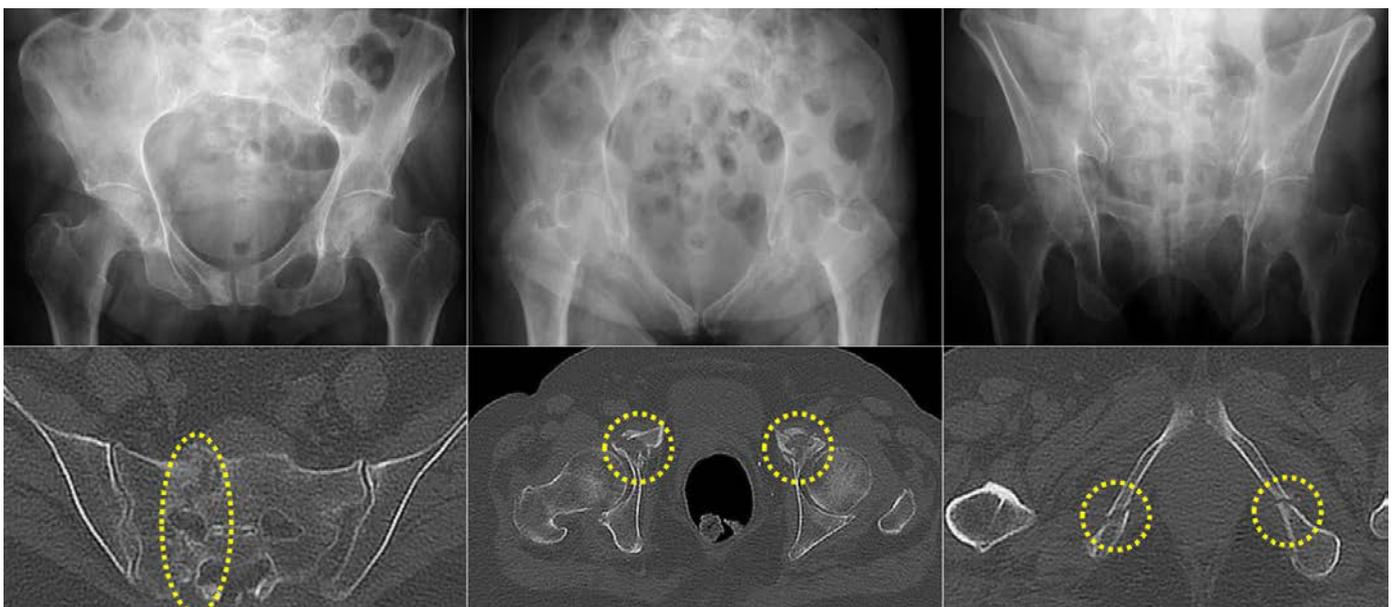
Wiederholte Bildgebung erst 8 Wochen nach Sturz einer 83-jährigen Patientin (Abb. 5) bei frustraner konservativer Therapie mit immobilisierenden Schmerzen am Böckli. Es zeigt sich bereits eine massive Zunahme der Beckenringinstabilität (dorsal transsakkral) hin zu FFP IIIC (oder Typ LC2). Obere Reihe: Beckenröntgen ap, Inlet, Outlet; untere Reihe: axiale CT-Rekonstruktionen
